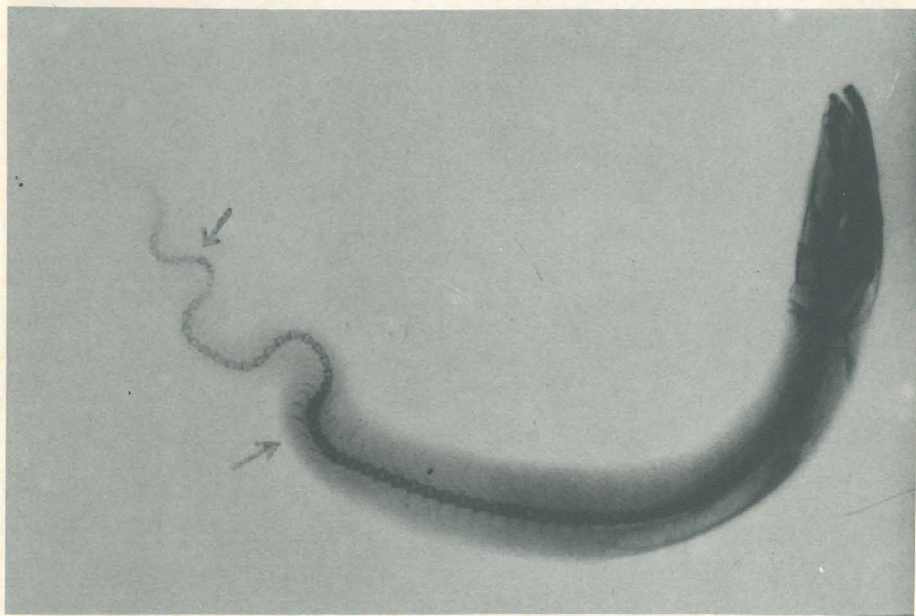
Radiografía del ejemplar de *M. macrophthalmalms*. Las flechas señalan los lugares donde más claramente se aprecian las anomalías descritas en el texto.
